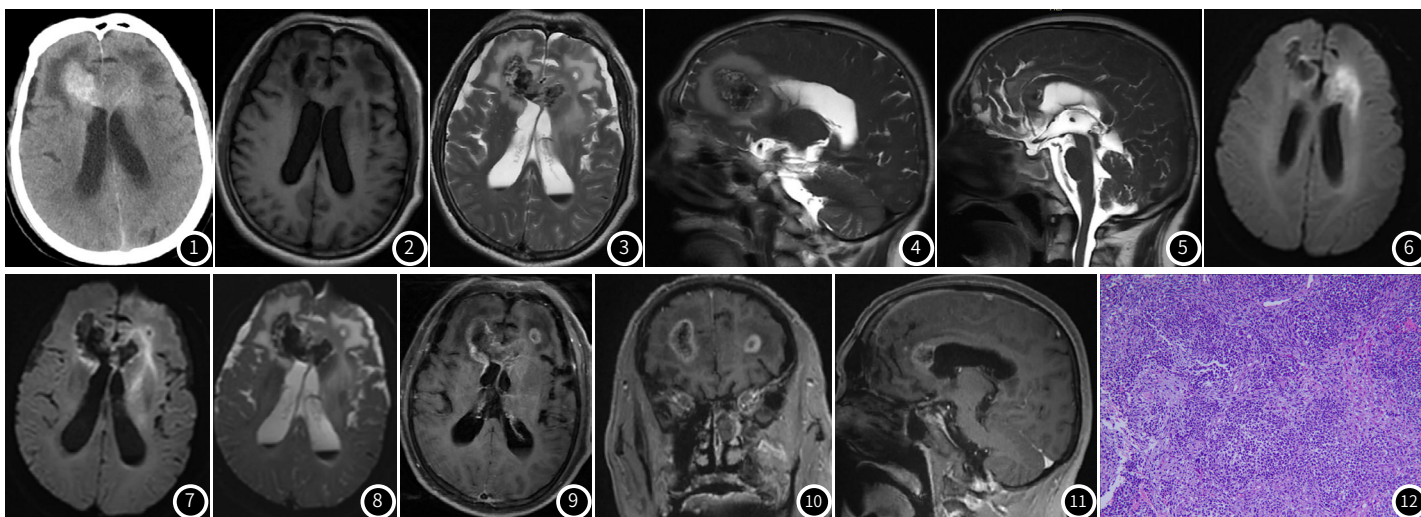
幕上髓母细胞瘤CT图，平扫病变呈稍高密度。
